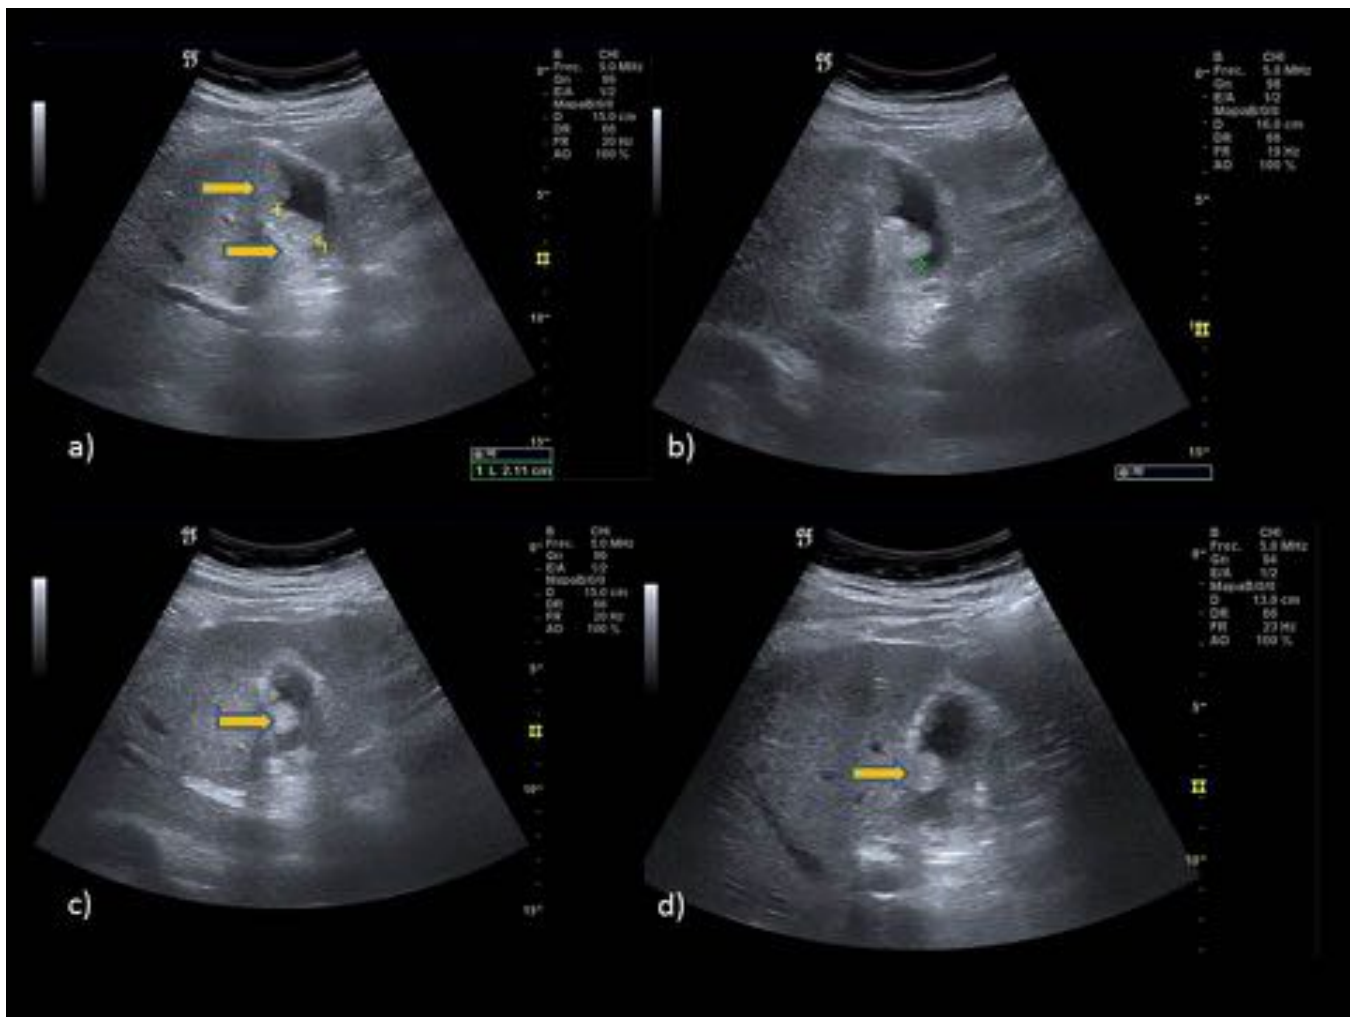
Ecografía. Varias formaciones nodulares polipoideas (flechas amarillas) dependientes de la pared vesicular, de diversos tamaños, todas ellas mayores a un centímetro y con base amplia de implantación, de morfología sésil.
